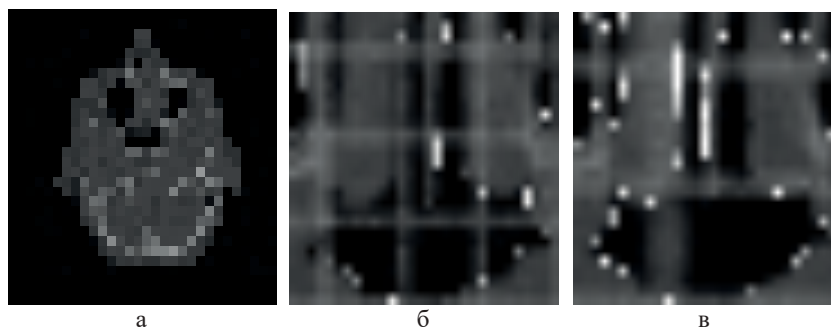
Виділення контурів верхніх дихальних шляхів пацієнта на КТ-зрізі
